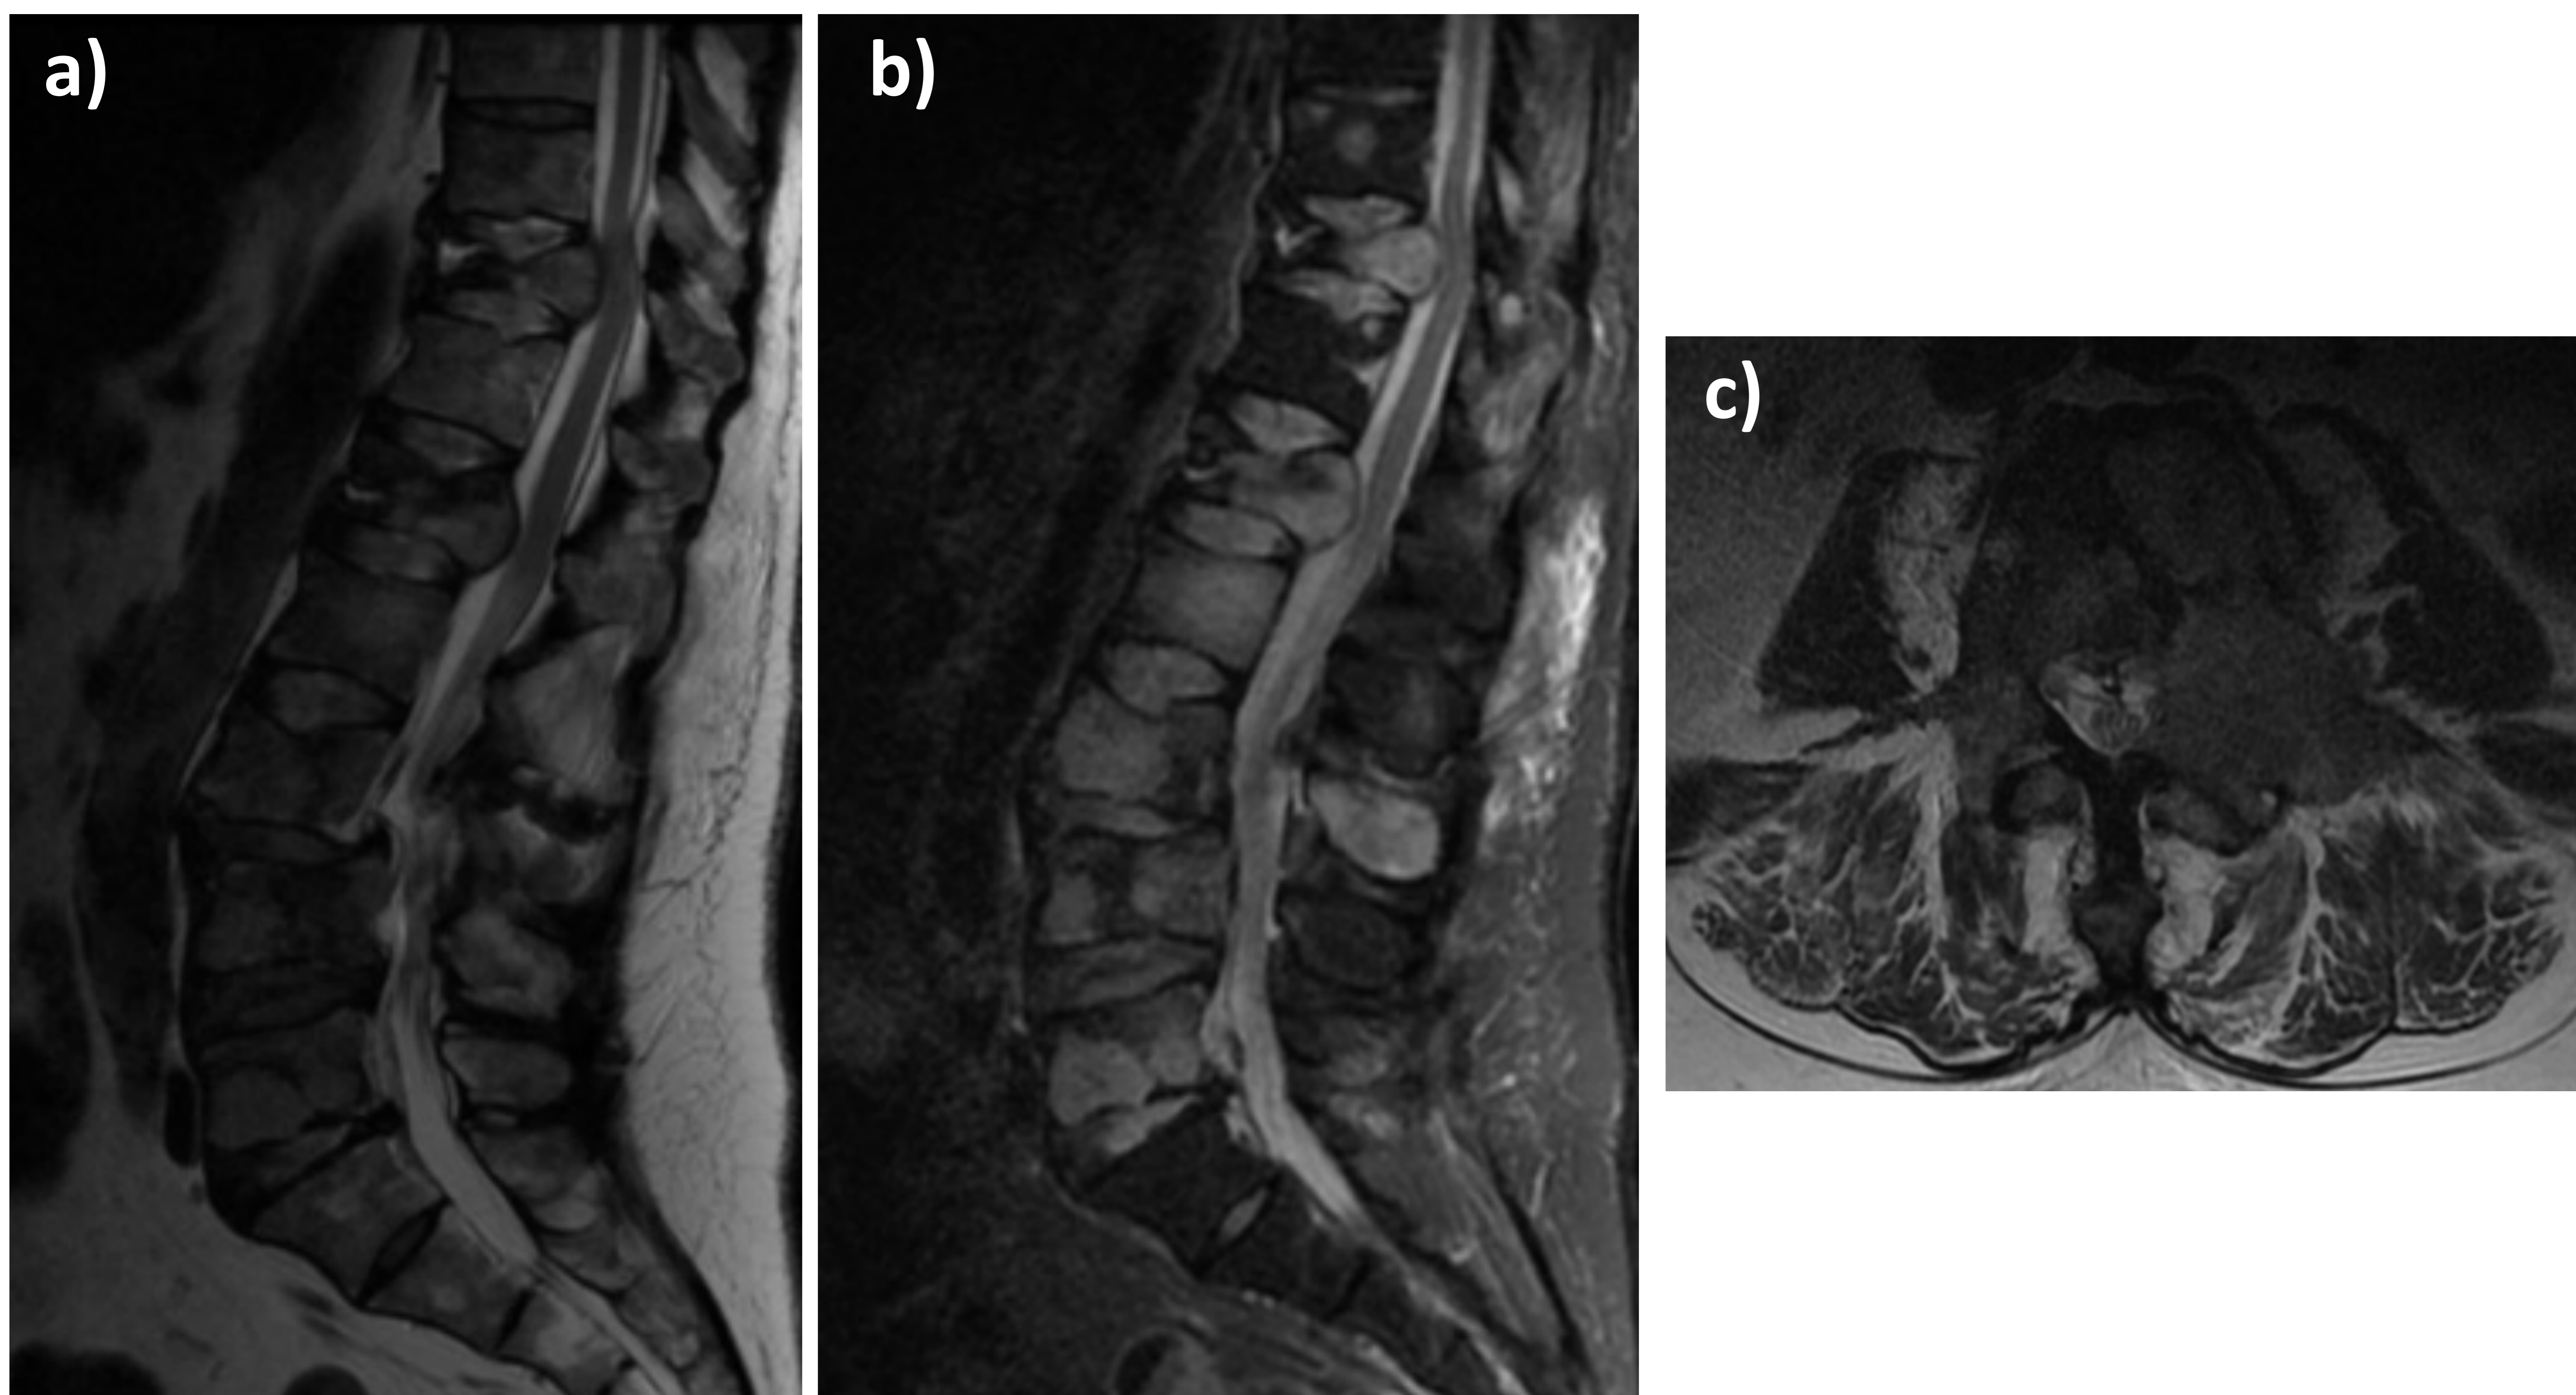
paciente con dolor dorso-lumbar y clínica progresiva de pérdida de fuerza y de sensibilidad en extremidades inferiores. Acude a urgencias por imposibilidad para la deambulación. Exploración física: Fuerza 3/5 en ambos miembro superiores, 0/5 en miembro inferior izquierdo y 1/5 en miembro inferior derecho. Se realiza resonancia magnética urgente con secuencias sagital T2 (a), sagital STIR (b) y axial T2 (c) donde se observan aplastamientos de T11 y L1 que asocian componente de partes blandas con invasión del canal central, compresión del cordón medular y retropulsión del muro posterior. Además, se aprecia una alteración de la intensidad de señal de la médula espinal y saco tecal, más evidente a la altura de T11, L1-L2 y L3-L4 como signos de mielopatía. Incidentalmente se descubre masa en lóbulo superior derecho en radiografía de tórax rutinaria.
